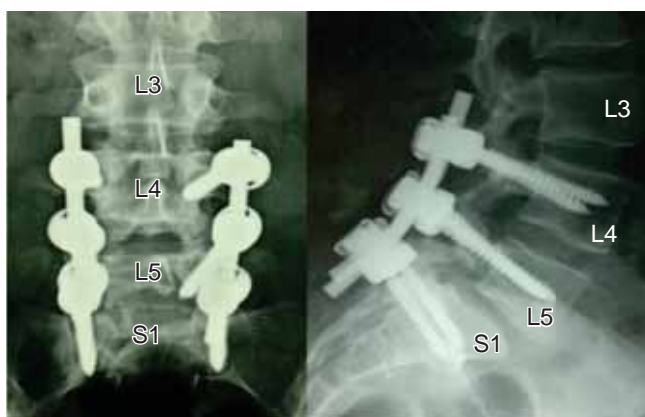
Radiografía de columna lumbar de paciente embarazada con antecedentes de cirugía de instrumentación lumbar (tornillos transpediculares con barras estabilizadoras L4, L5, S1).
